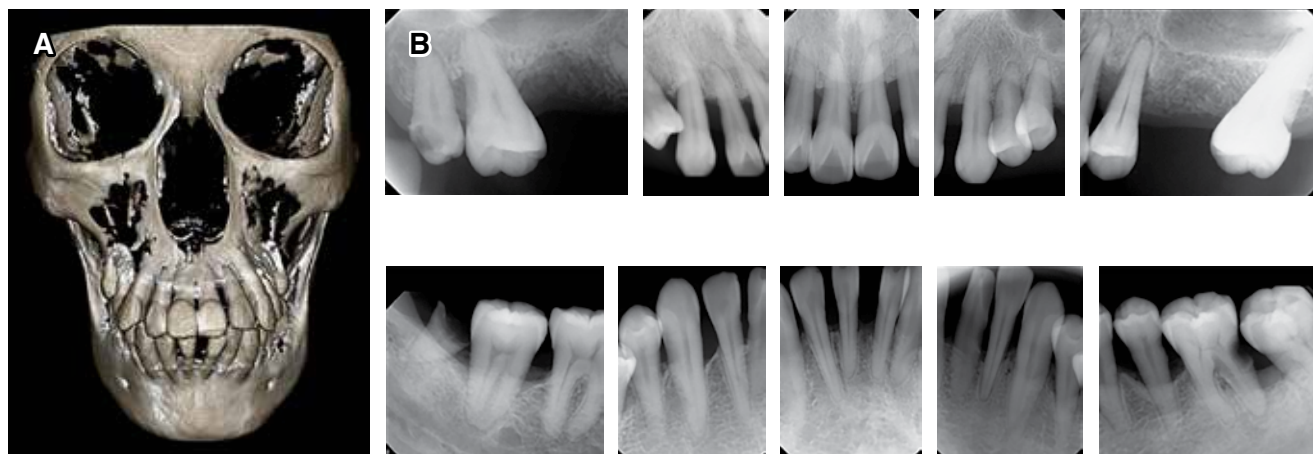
Estudios de imagen: A) CBCT inicial; B) serie periapical inicial.
